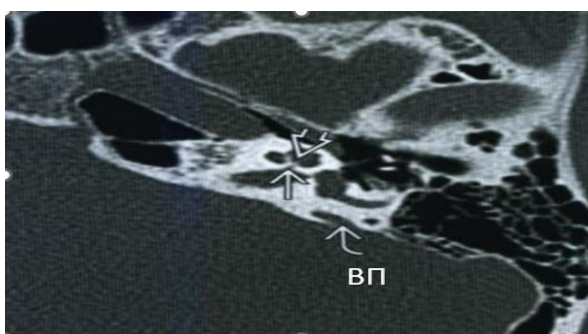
МСКТ височной кости и 3D моделирование внутреннего уха: Гипоплазия костного канала улиткового нерва.
